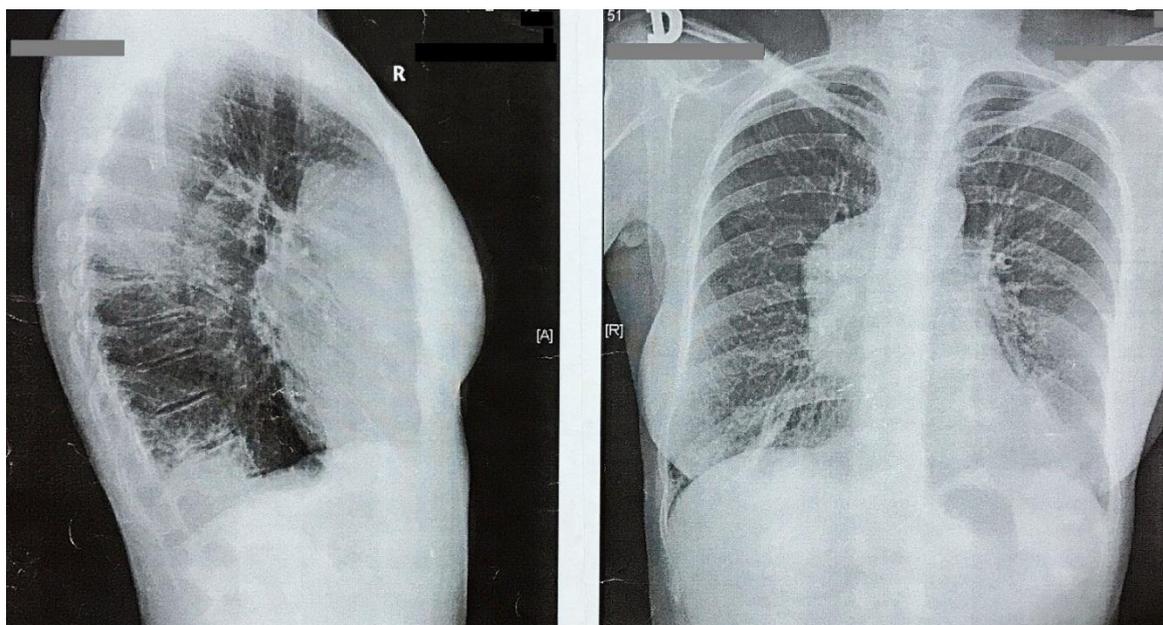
Case 5, thoracic X-ray suggestive of thymoma.
